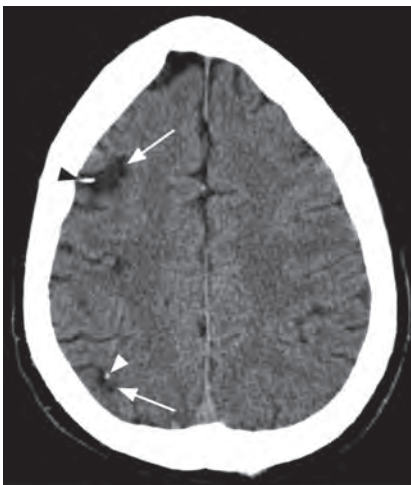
Аксиальное КТ-изображение без контрастирования у другого пациента: две маленькие гиподенсивные области (*стрелки*) в правом полушарии головного мозга. Отмечается сопровождающее дистрофическое обызвествление (*головки стрелок*).
